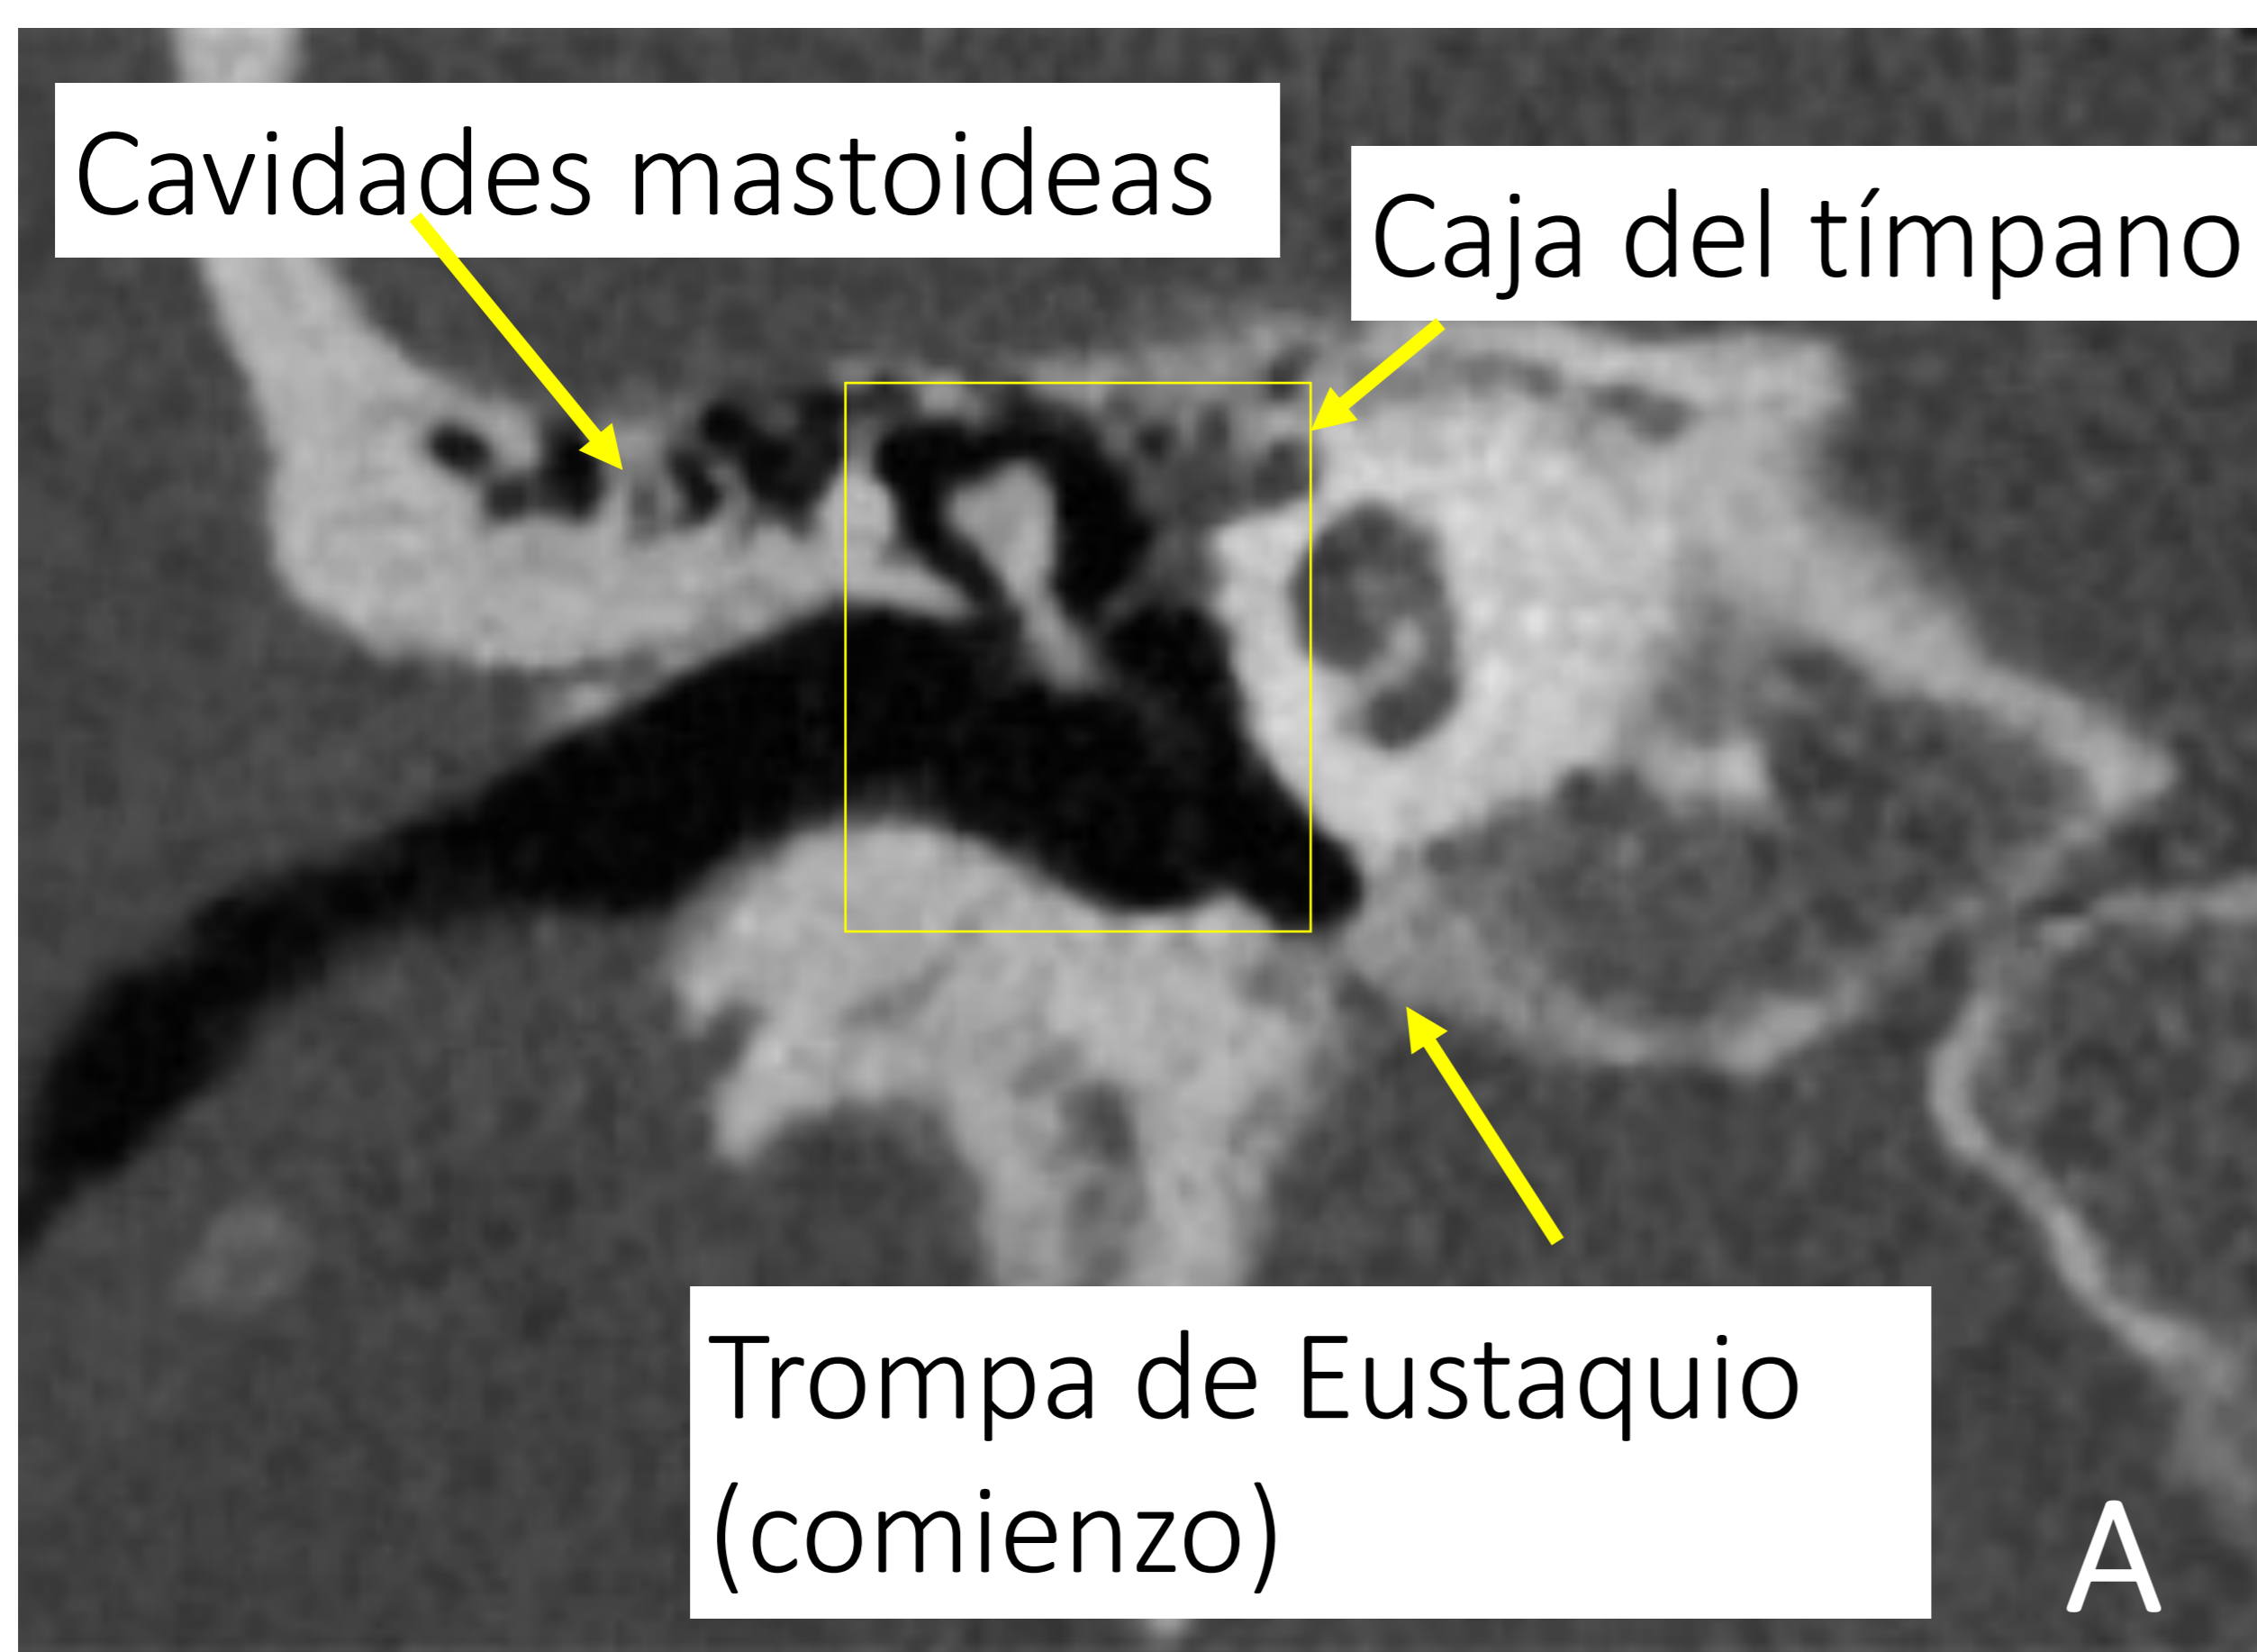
A, B y C. TC coronal de oído derecho.
